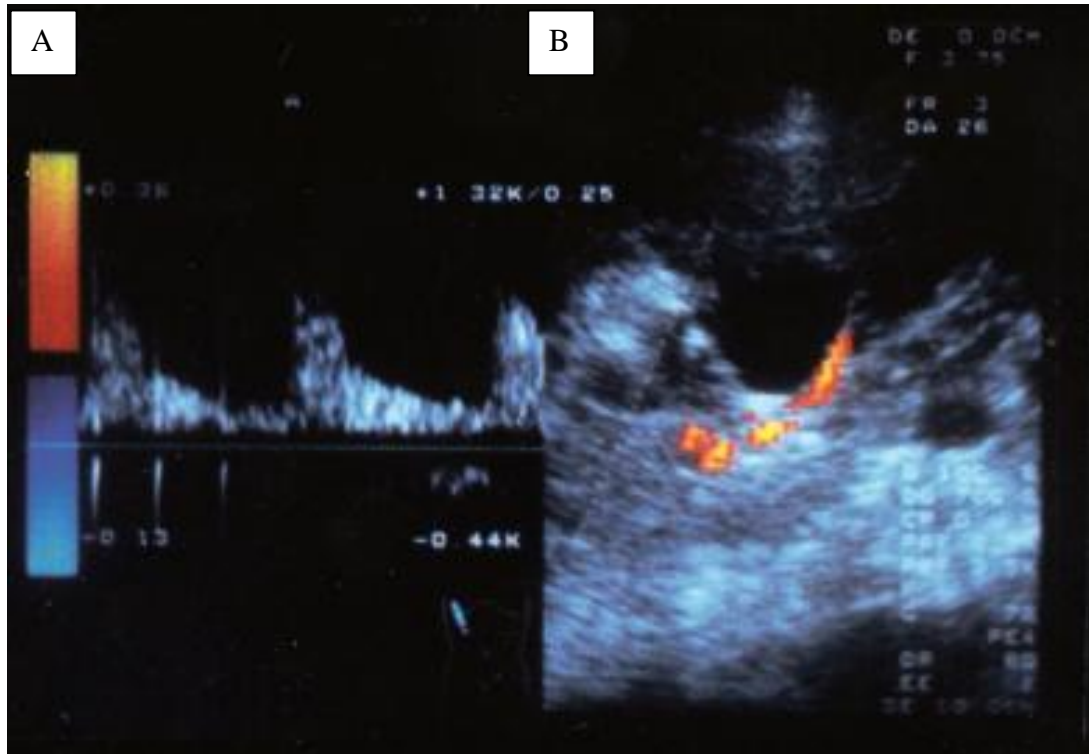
Estudo com Doppler colorido do rim de uma paciente com DRPAD. (A) perfil de fluxo de sangue monitorado por Doppler; (B) visualização de uma artéria interlobar em vermelho .
